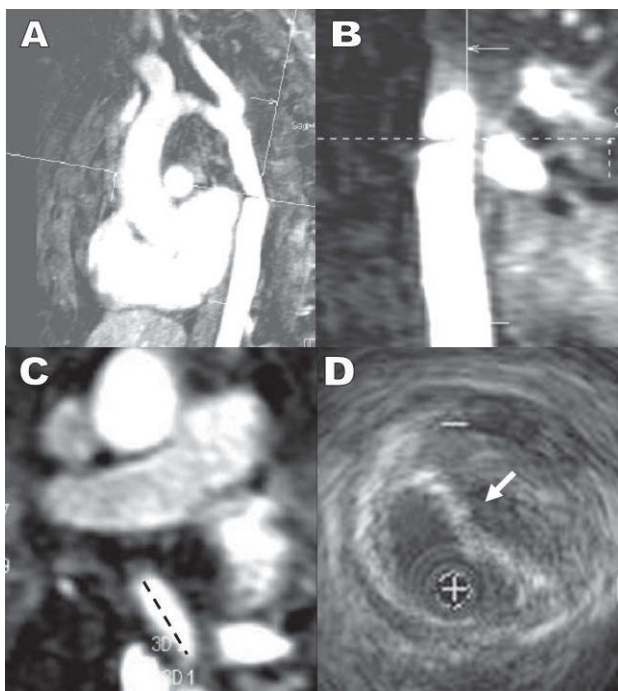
Estenosis posquirúrgica de un aneurisma de aorta. Proyección sagital (A) y coronal (B) de la resonancia magnética con ejes ortogonales. C: máxima coartación en imagen axial de resonancia magnética. D: imagen de ultrasonografía intravascular en el lugar de máxima coartación que permite visualizar una compresión extrínseca del tubo protésico por un hematoma parietal, sin disminución real del calibre externo de la aorta.
